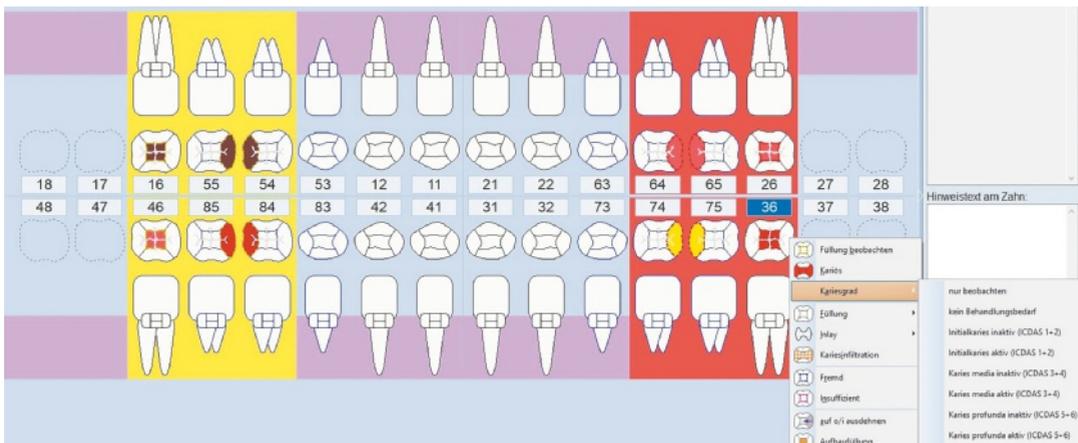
Digitale Programme erlauben eine gute, detaillierte Befundung und Kontrolle im Recall mit unterschiedlichen Kariesgraden, z. B. 55 mesial und 54 distal: Initialläsion (ICDAS 1 oder 2) inaktiv; 65 mesial und 64 distal: moderate Läsion (ICDAS 3 oder 4) aktiv; 36 okklusale tiefe Läsion (ICDAS 5 oder 6) aktiv; 85 mesial und 84 distal: tiefe Läsion (ICDAS 5 oder 6) inaktiv; 75 mesial und 74 distal: Läsion nur röntgenologisch sichtbar (z. B. in Bissflügelaufnahme).
